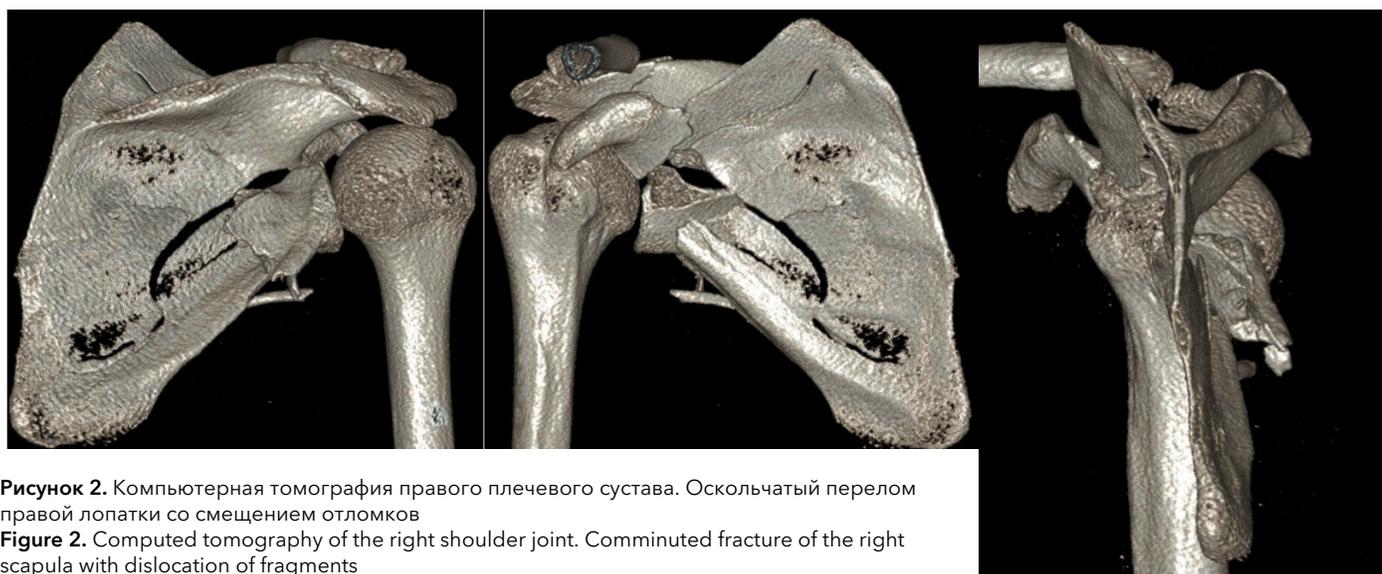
Компьютерная томография правого плечевого сустава. Оскольчатый перелом правой лопатки со смещением отломков
